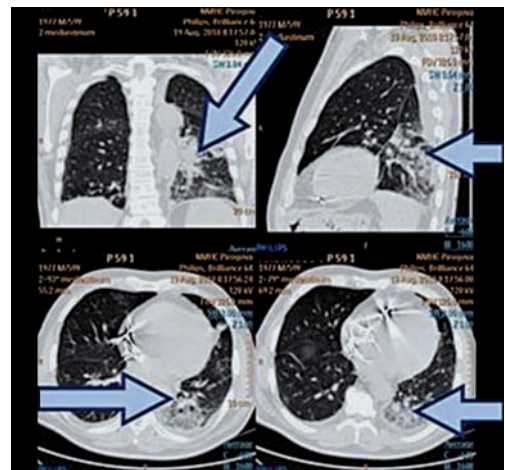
Компьютерная томография органов грудной клетки больного А.
